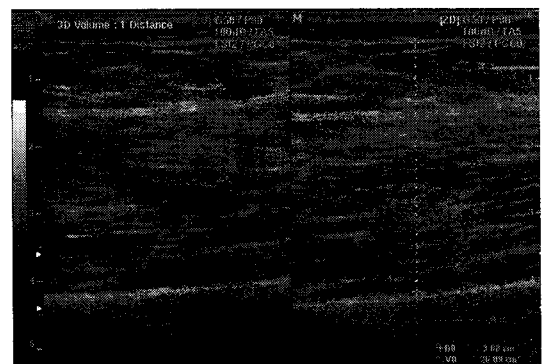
Ultrasonography for hamstring
